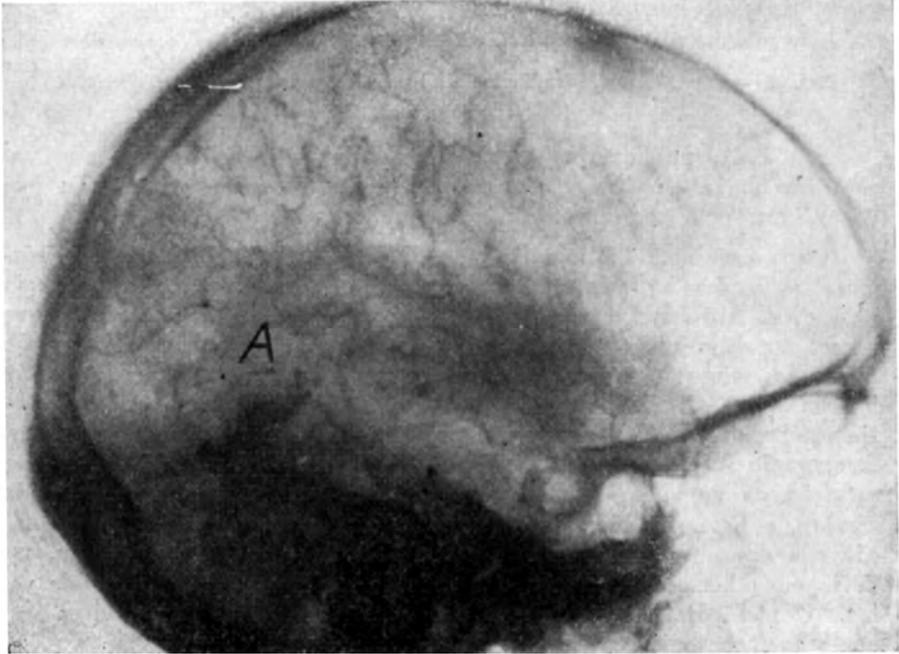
Caso A. C. Radiografia obtida após a intervenção cirúrgica.
